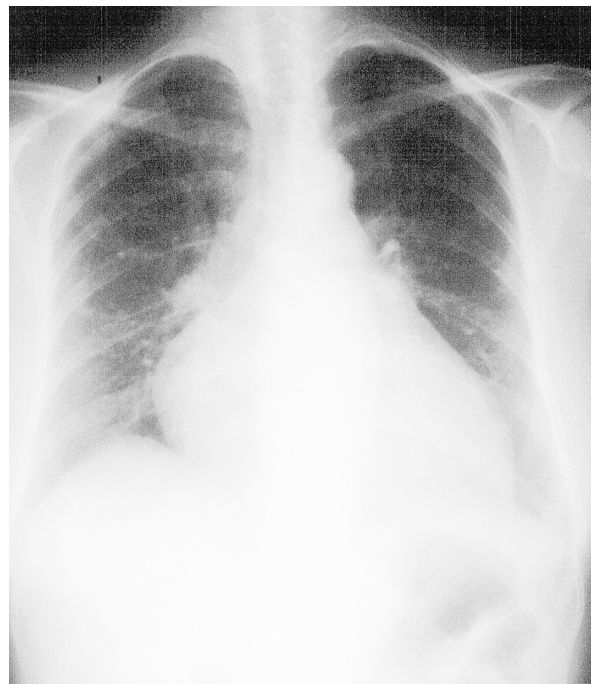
Chest radiograph revealing cardiomegaly
